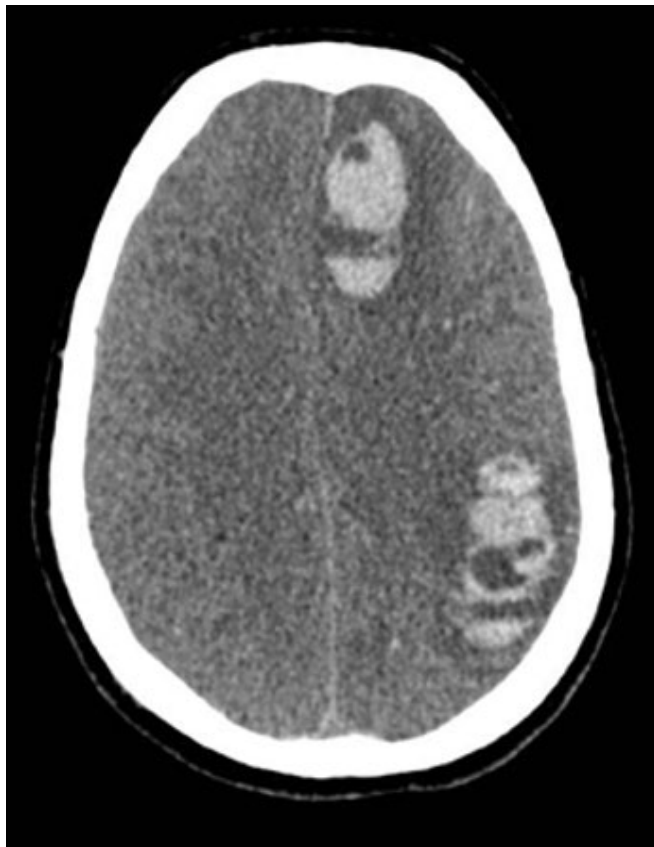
Tomografia de crânio, obtida no quinto dia pós-operatório (e quarto pós-oxigenação por membrana extracorpórea). Sinais de edema cerebral difuso, hematoma subdural, hematomas intraparenquimatosos e apagamento dos sulcos entre os giros corticais hemisférios cerebrais.
